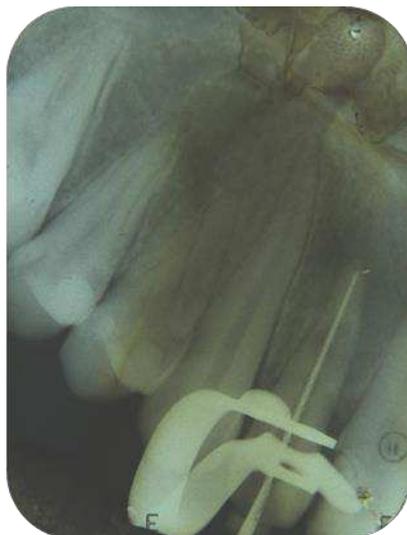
Radiografia periapical de odontometria.
